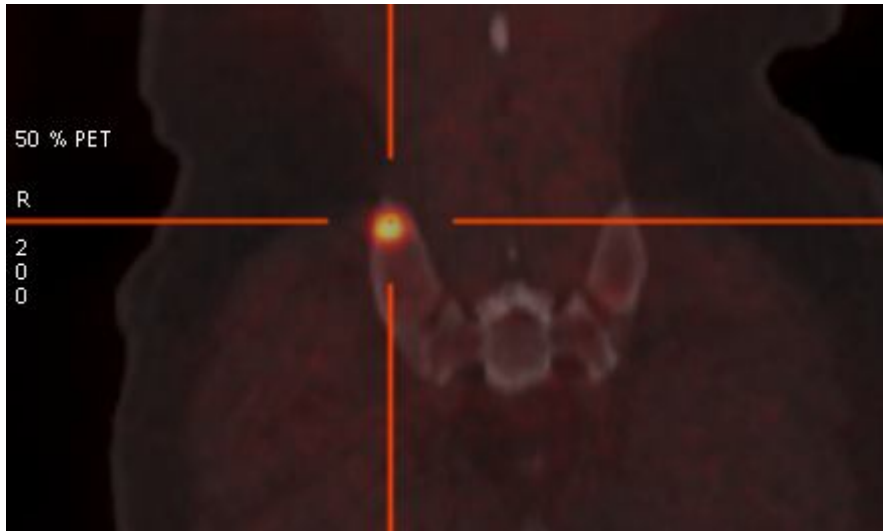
b:Image de fusion TEP-CT , du même patient avec fenêtre osseuse montrant un foyer hypermétabolique de la crête iliaque droite .
